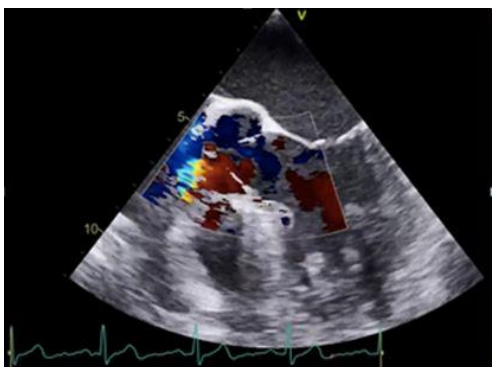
ETE doppler color insuficiencia aórtica grave.
